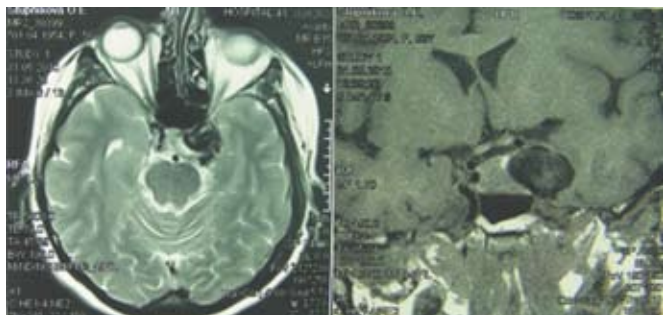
МРТ головного мозга. Гигантская частично тромбированная аневризма кавернозного отдела левой VCA размерами 30 x 18 x 19 мм.
